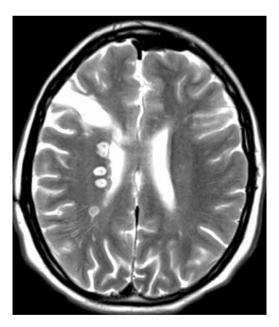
Послеоперационные очаги деструкции в области латеральной стенки правого бокового желудочка у пациентки А. на магнитнорезонансной томограмме в режиме T2
